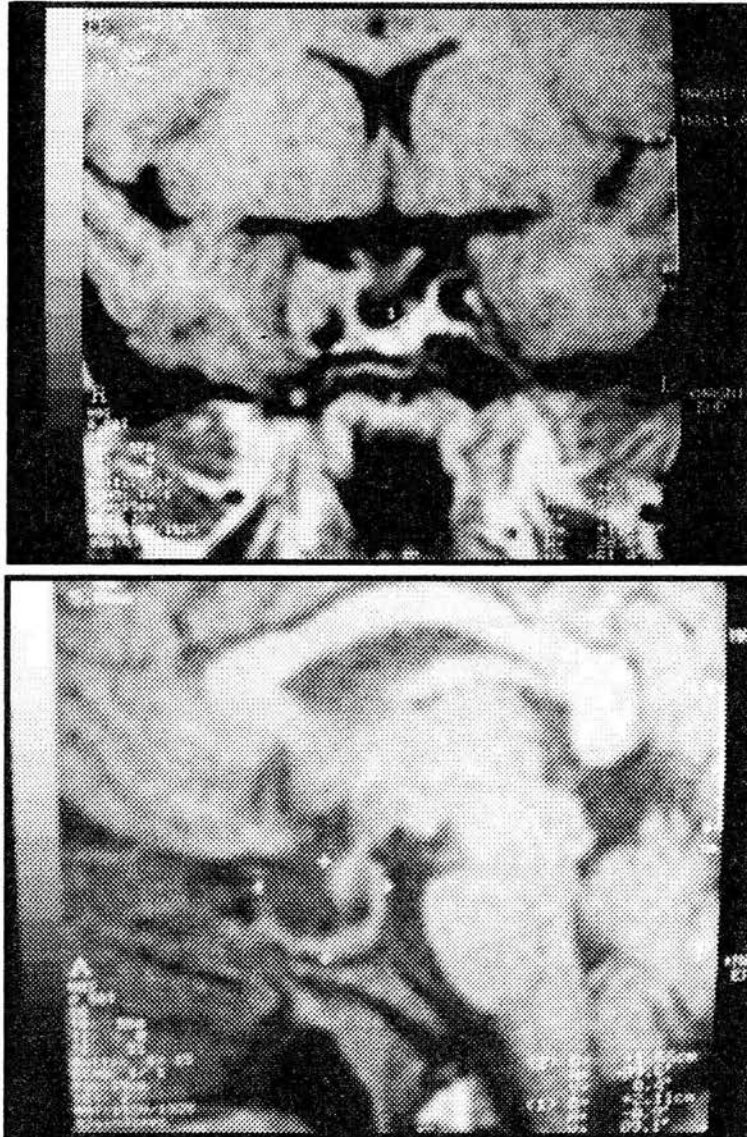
Resonancia magnética posquirúrgica de la primera paciente.
